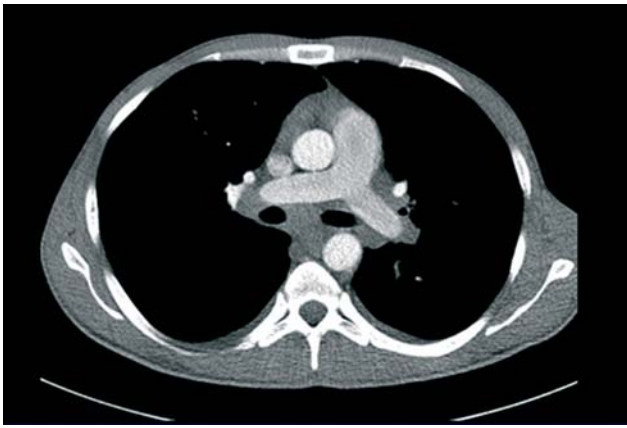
Tomografie toracică pacient 2. Adenopatii medistinale
